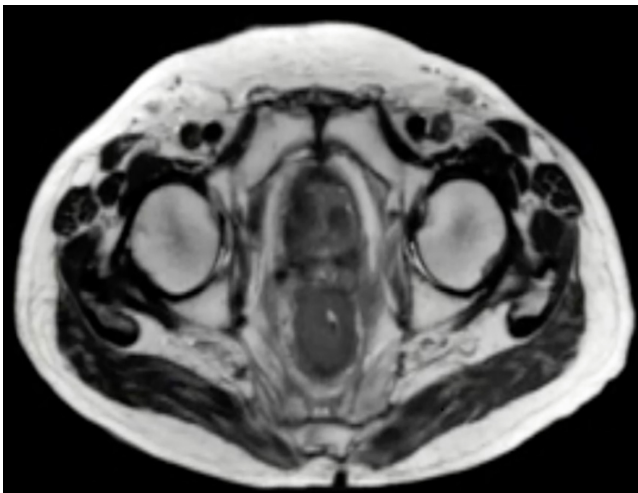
Resonancia magnética pélvica en T2 donde se evidencia un engrosamiento concéntrico de las paredes rectales. Imagen propiedad de los autores.
